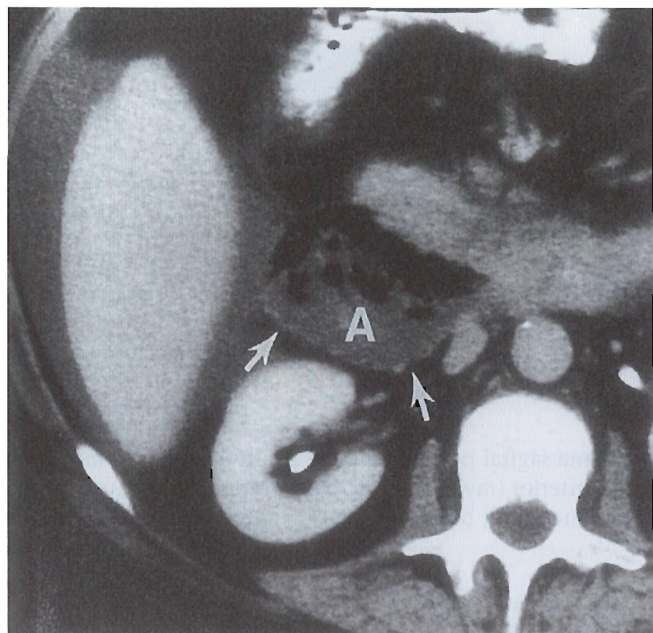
Absceso en el espacio pararenal anterior. TC que muestra líquido y burbujas de gas (A) entre el duodeno, el hígado y el riñón derecho. La fascia renal anterior (flechas) forma el borde posterior del absceso. Ascitis peritoneal rodeando el hígado. [ko]
